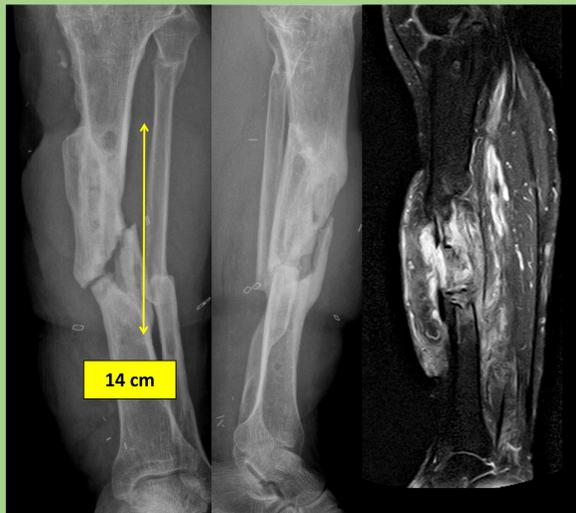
Pseudoartrosis séptica. Imagen de RMN (dcha).
